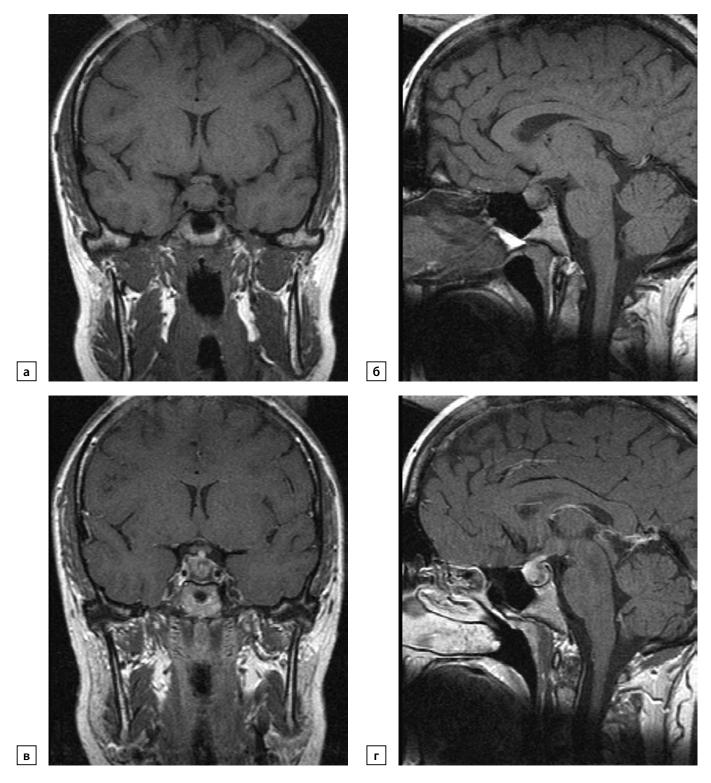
Пациентка К., 36 лет. Лимфоцитарный гипофизит. Первичная МРТ от 2014 г. по поводу галактореи и головной боли: а) Т1-ВИ, корональный срез; б) Т1-ВИ, сагиттальный срез; в) Т1-ВИ, постконтрастный корональный срез; г) Т1-ВИ, постконтрастный сагиттальный срез. Выявлены увеличение и диффузная неоднородность структуры гипофиза, утолщение воронки, с диффузным и неоднородным накоплением контрастного вещества.
